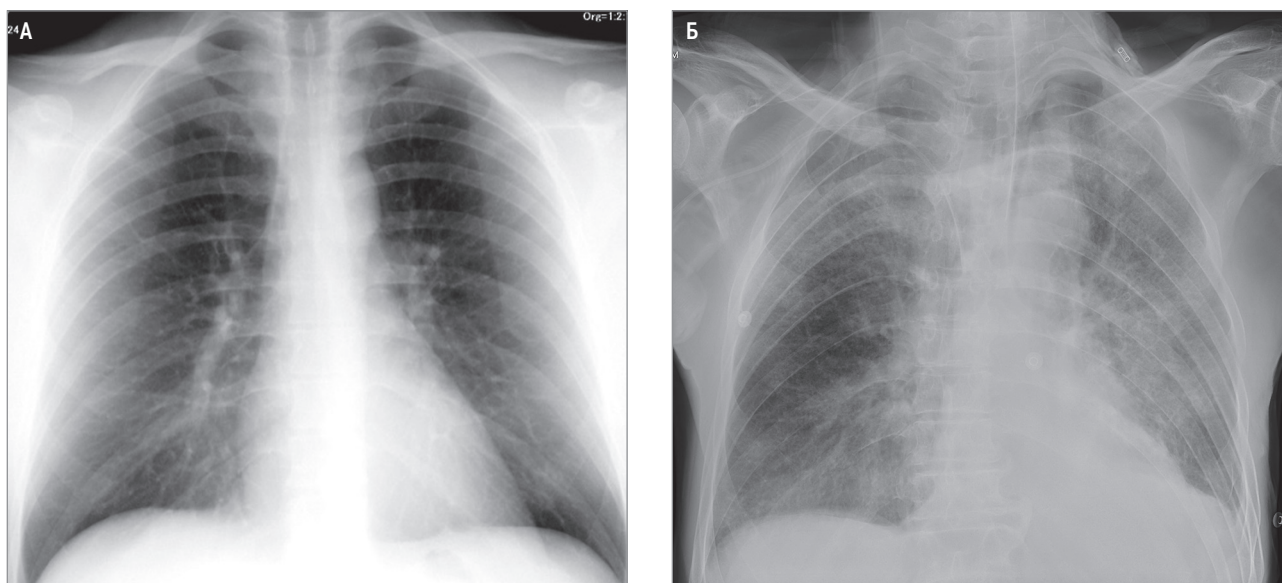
Рентгенограмма в прямой задней проекции: А – норма; Б – картина отека легких
